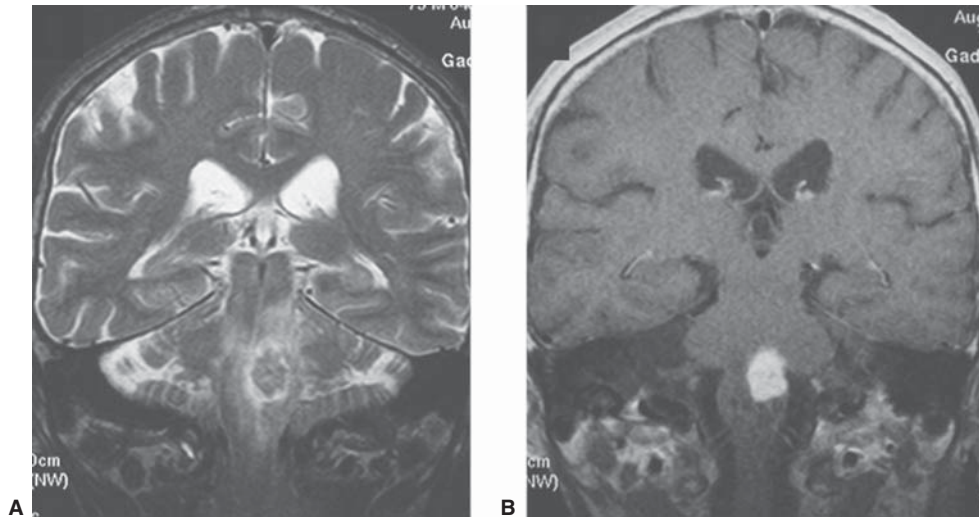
Tuberculoma del tallo encefálico. A) RM eco de espín con información T2. B) RM eco de espín con información T1 con gadolinio. Lesión nodular de baja señal en T2 con edema adyacente y realce intenso con el medio de contraste. El paciente presentaba concomitantemente TBC pulmonar.
